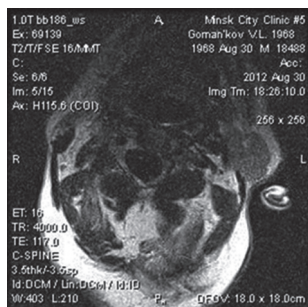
Результаты МРТ шейного отдела позвоночника
